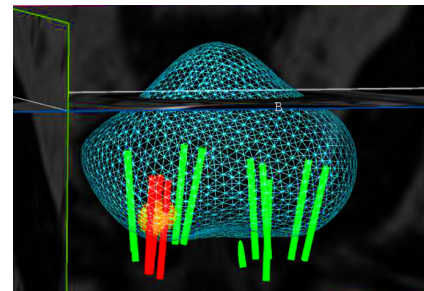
Reconstrucción 3D biopsias por fusión, con cilindros negativos para cáncer (verdes), positivos (rojo) y área sospechosa marcada en resonancia (amarillo).
